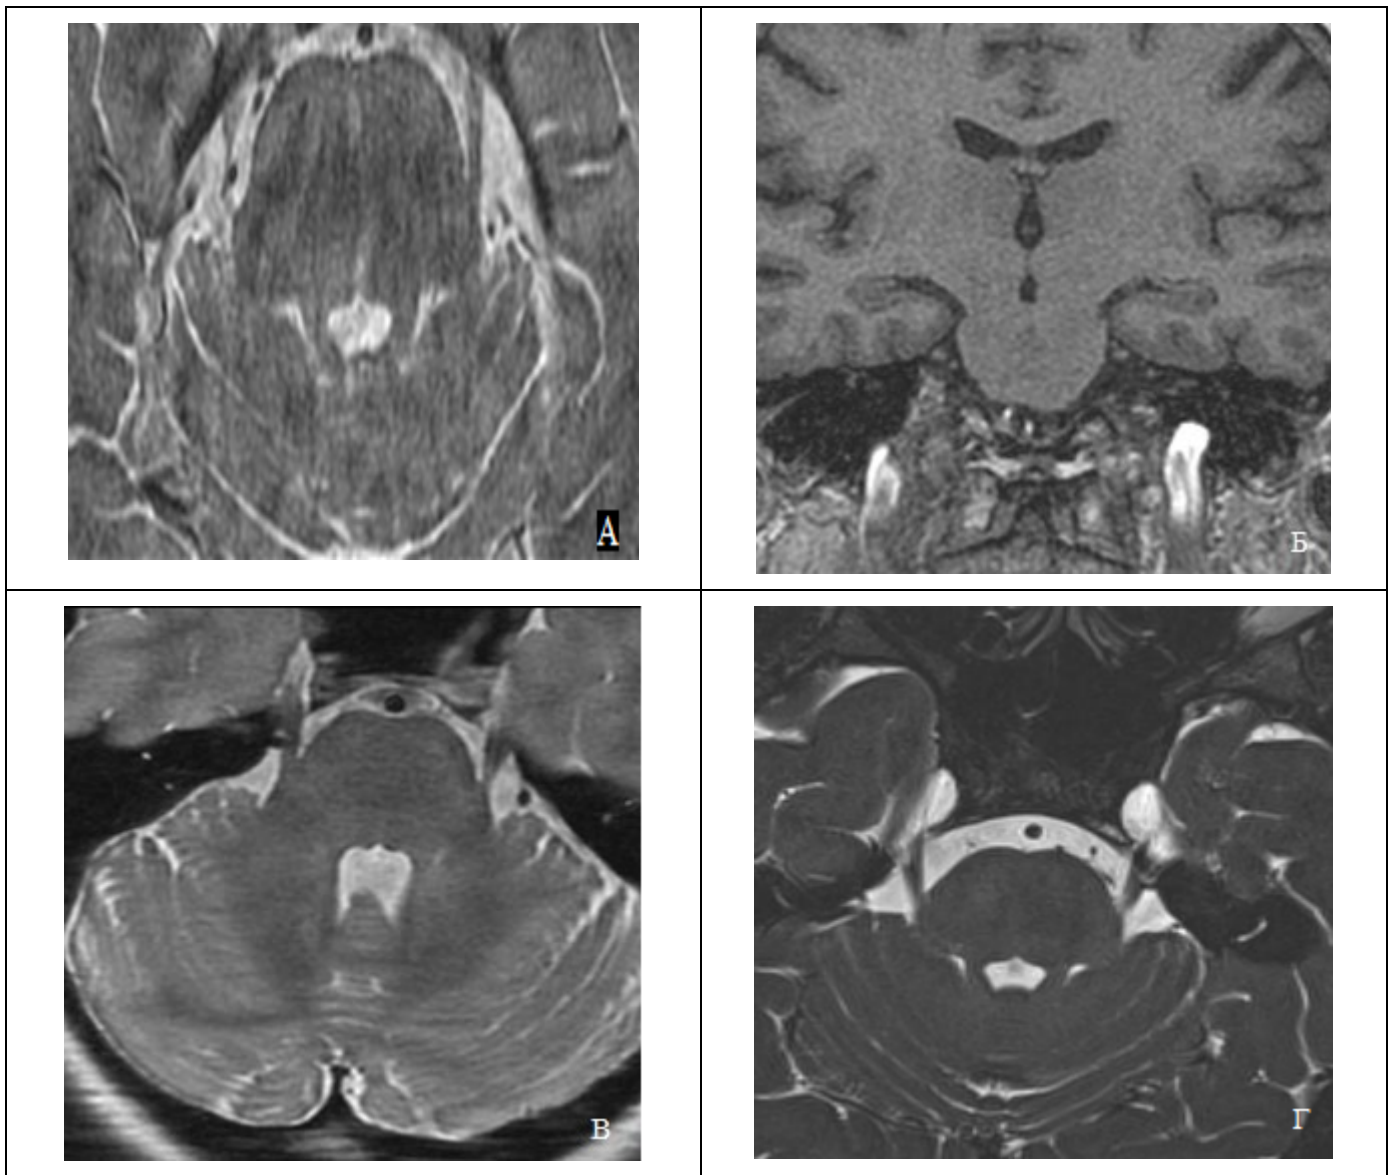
Томограммы в аксиальной плоскости в режиме 3D-FSE (А) и во фронтальной плоскости в режиме 3D-SPGR (Б) полученные на МР-томографе с индукцией магнитного поля 1Т. (В) - томограмма в аксиальной плоскости в режиме 3D-FSE, выполненная на МР-томографе с индукцией магнитного поля 1,5Т. (Г) - томограмма в аксиальной плоскости в режиме 3D-FSE выполненная на МР-томографе с индукцией магнитного поля 3Т.
